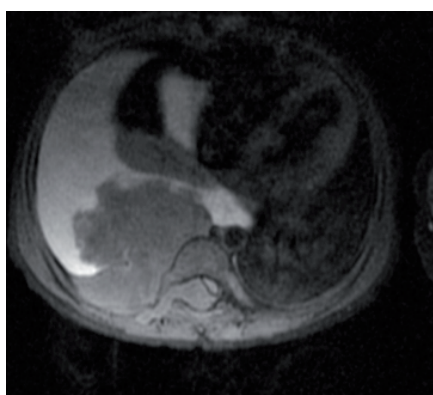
IRM T1 axiale Fat sat
